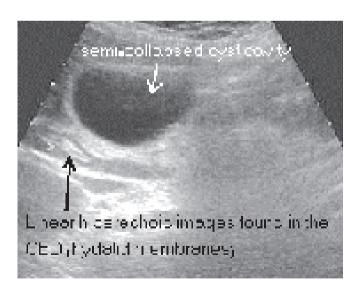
Ultrasonography with linear hyprechoic images found in the CBD and are expression of hydatid membranes.
